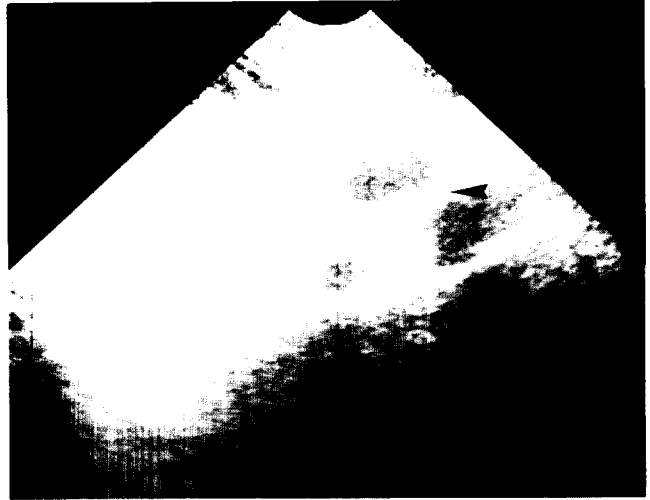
Abdominal ultrasonogram. Aneurysmal dilatation with severe calcification was located along the superior mesenteric arterial course about 3cm below the SMA bifurcation. The diameter of aneurysm was measured about 33 × 30 × 21 mm (Arrow head).
